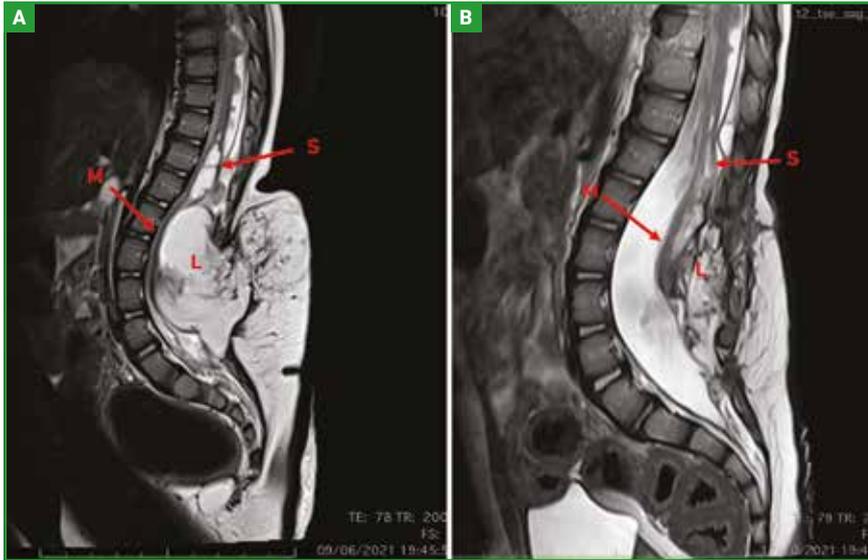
IRM sagittales, séquences T2, lipome du cône. A : vue préopératoire, volumineux lipome (L) intramédullaire (moelle comprimée M) et sous-cutané avec syringomyélie (S). B : vue postopératoire, lipome résiduel minime (L), diminution de la syringomyélie (S), moelle libre décomprimée (M).
